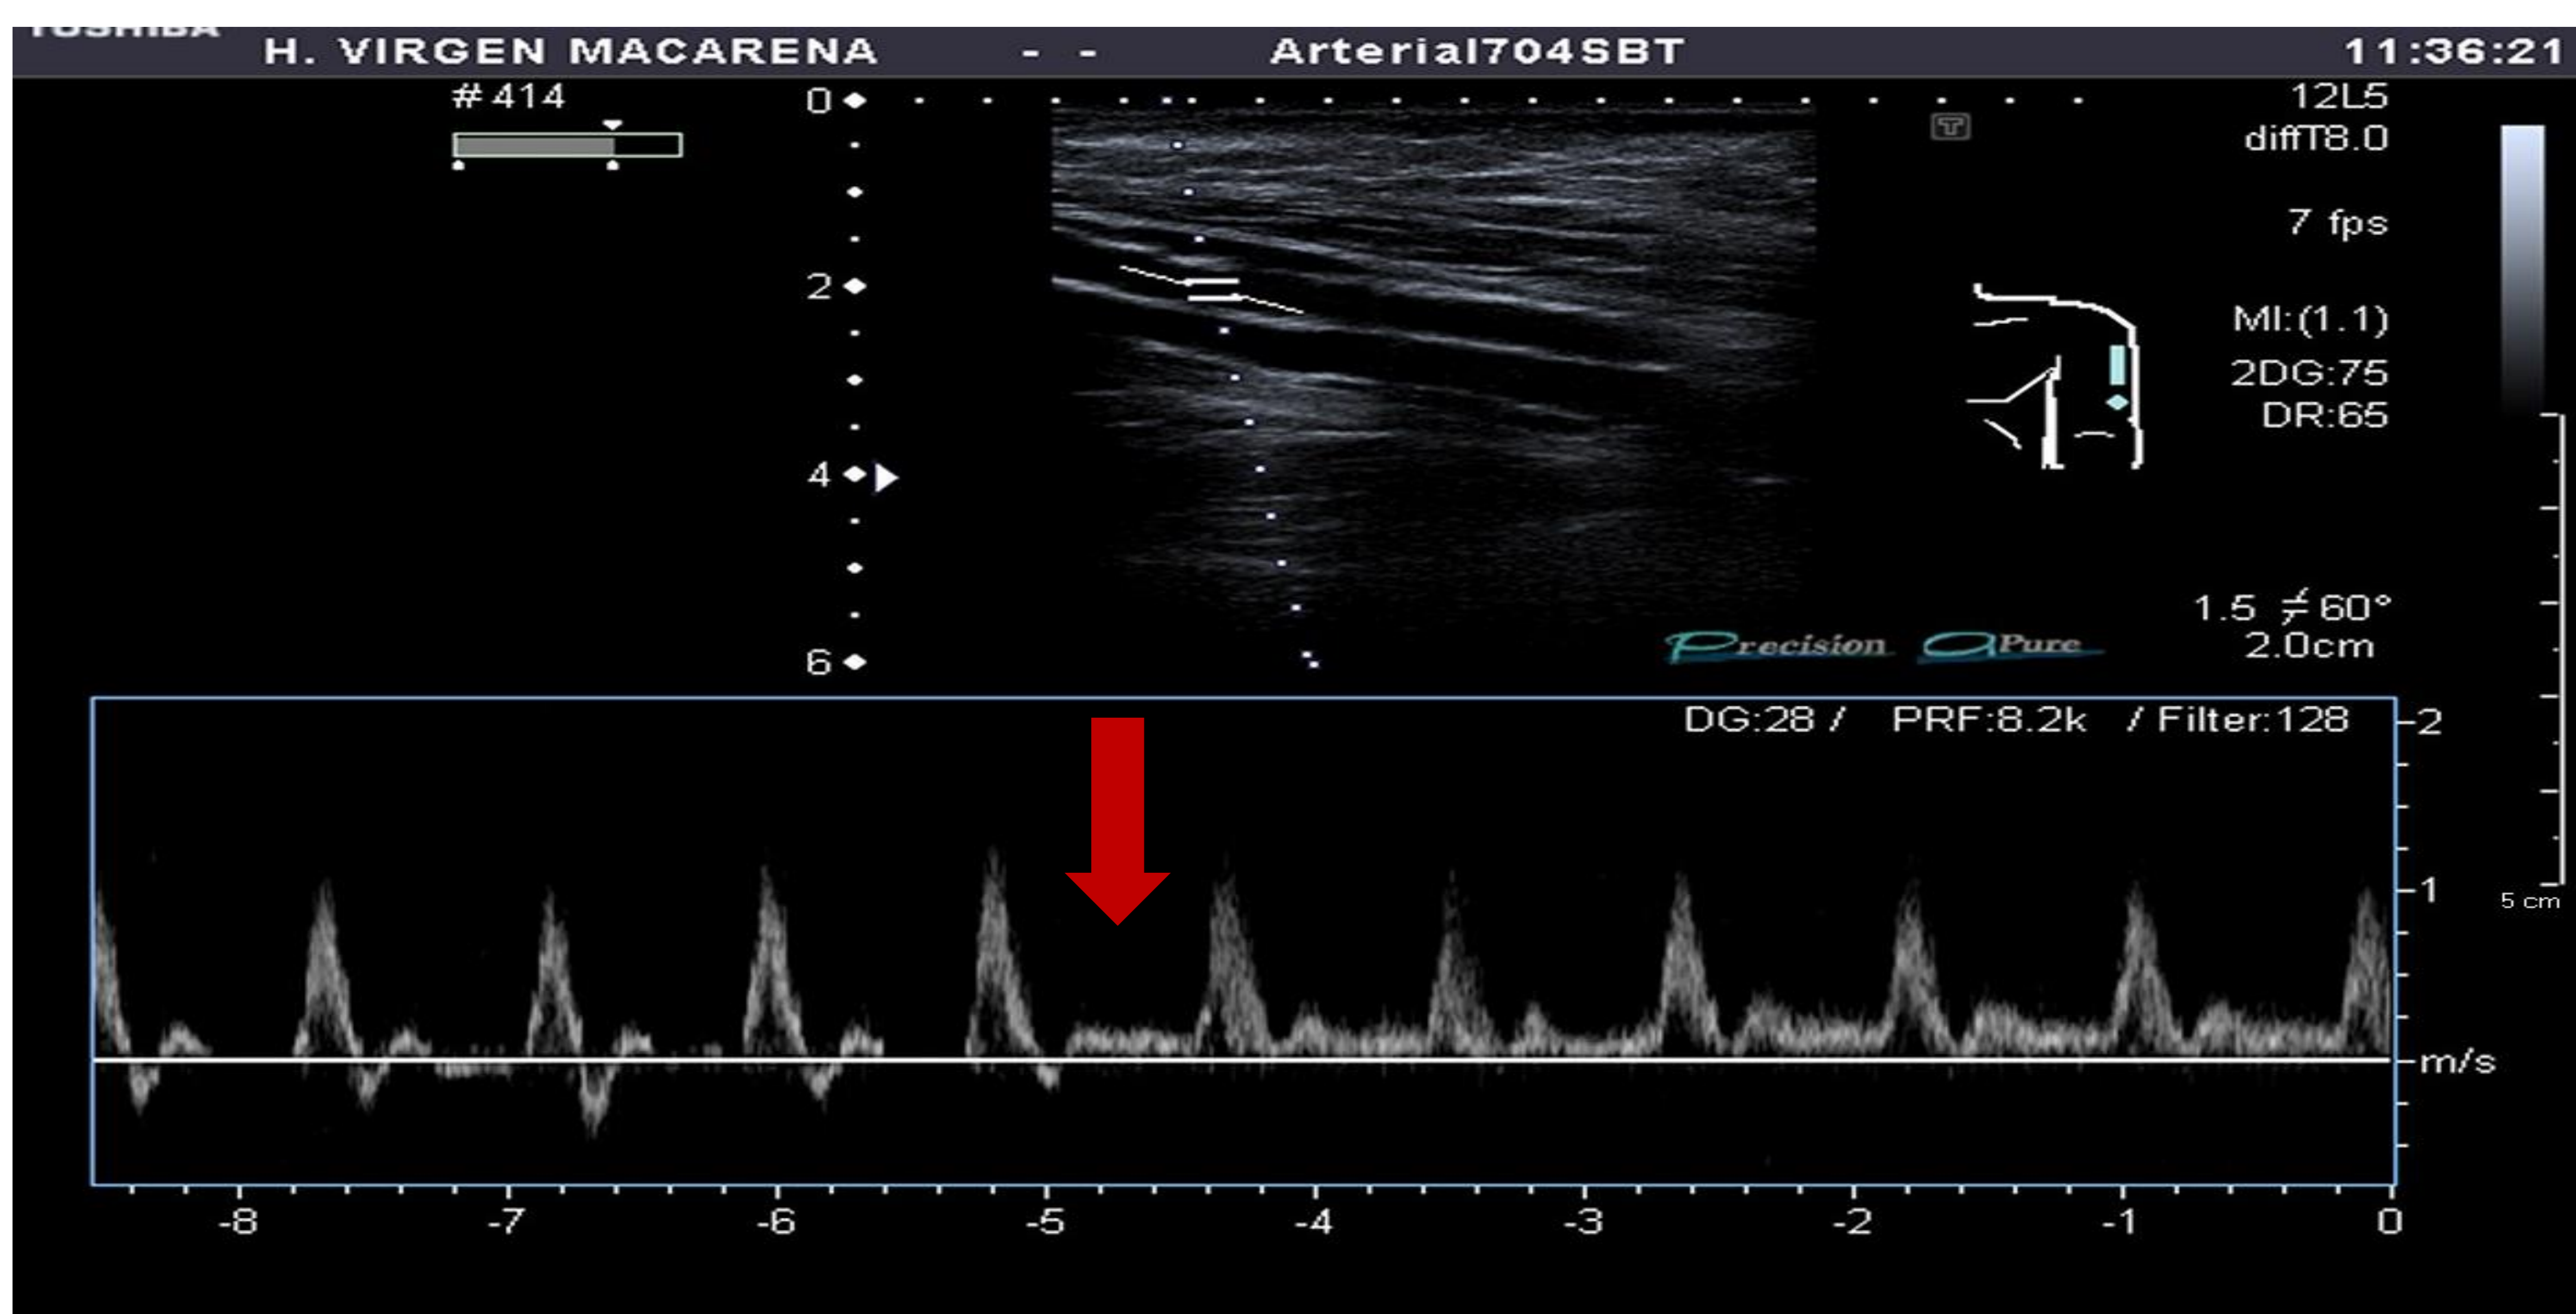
Imagen ecografía en modo Power Doppler y espectral. Se visualiza patrón de flujo trifásico con respuesta a hiperemia reactiva (flecha).
